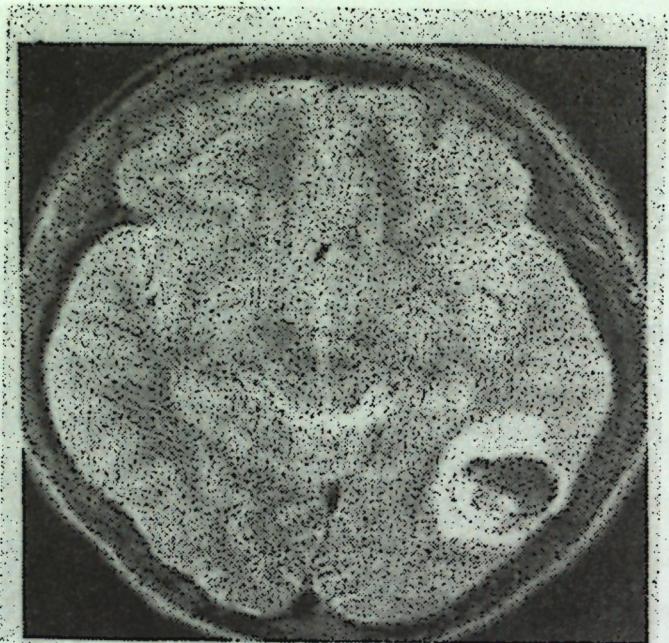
МР томограмма с латеральной гематомой.
